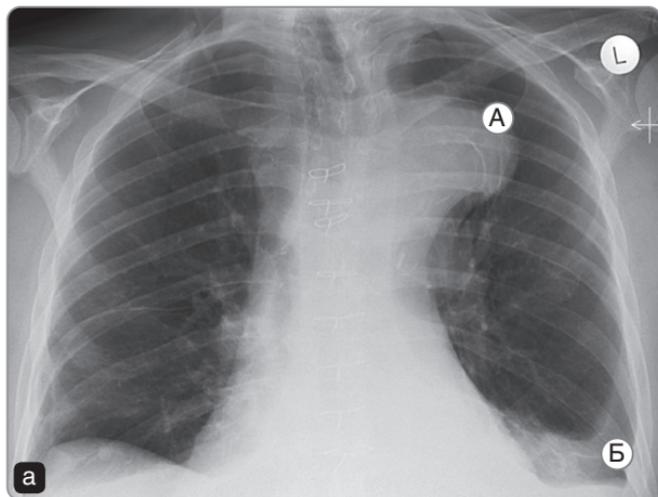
а — рентгенограмма органов грудной клетки. Значительное увеличение тени дуги аорты. Кальцинаты в интима аорты смещены медиально относительно латеральной границы тени дуги аорты (A). Небольшой объем плеврального выпота слева (B); б — увеличенное изображение тени дуги аорты. Четко визуализируется медиальное смещение кальцинатов сосудистой стенки (A)
